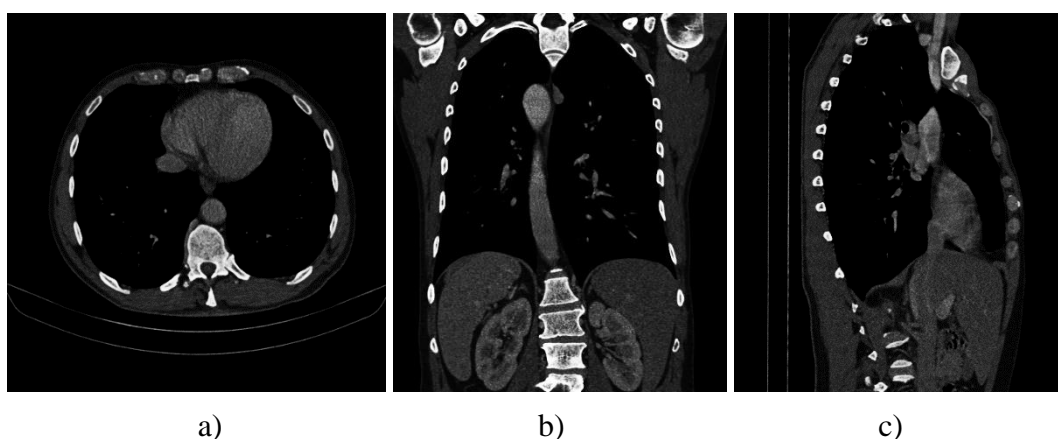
Typické patologie v hrudních CT datech [10][11]
